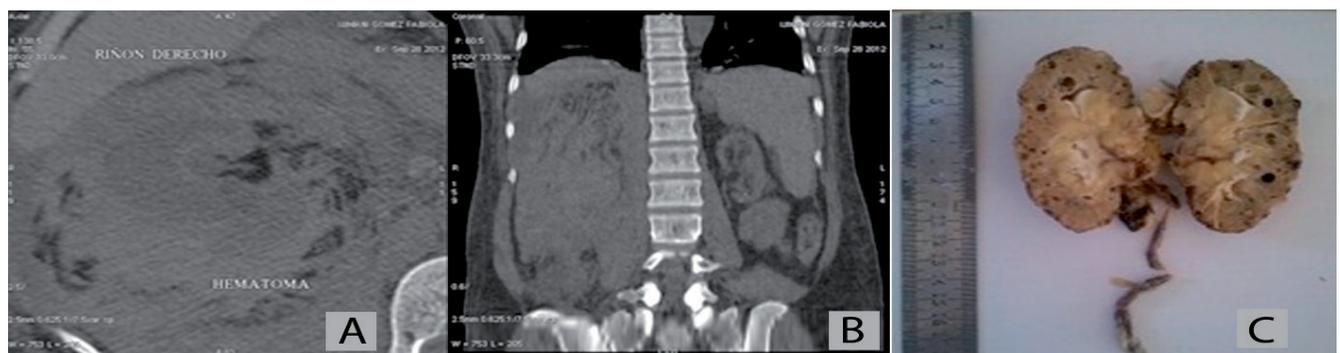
Paciente 1 Tomografía axial computada sin contraste. a) Amplificación corte axial b) corte coronal: Se observa extenso hematoma peri renal derecho asociado a líquido libre en espacio retroperitoneal derecho, riñón izquierdo disminuido de tamaño con numerosos quistes de diferentes dimensiones. c) pieza quirúrgica de nefrectomía derecha nótese múltiples quistes de diferente tamaño.
